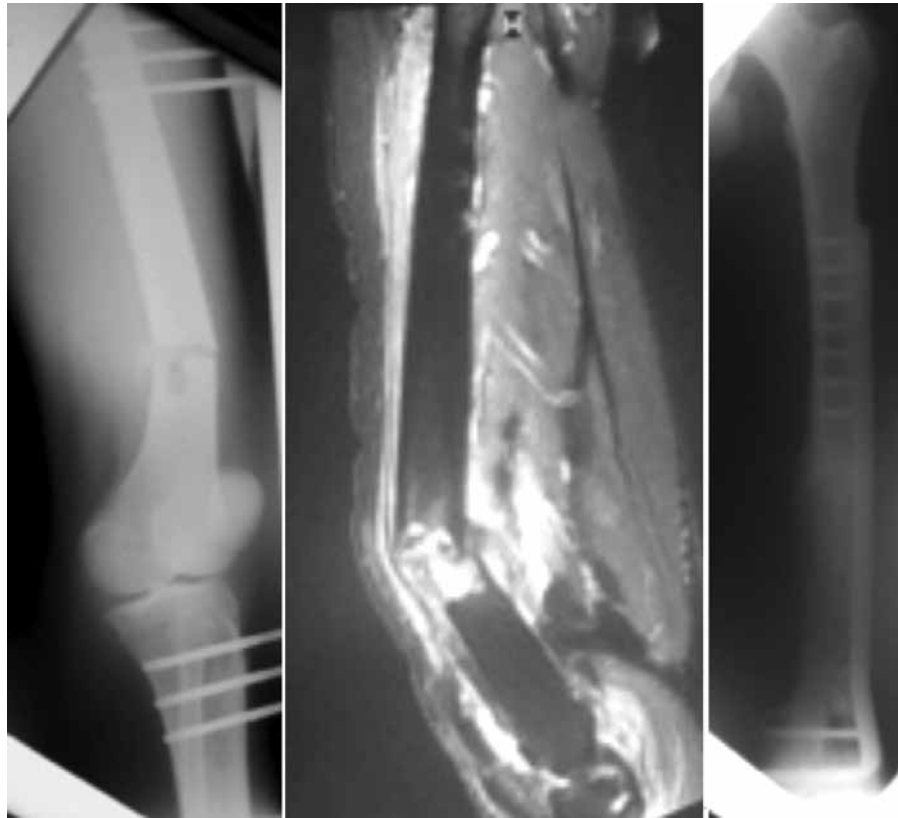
Angio-endothélium malin de la diaphyse fémorale. a : Fracture pathologique stabilisée par fixateur externe. b : Aspect IRM après injection du produit de contrast. c : Bon résultat anatomique au recul
